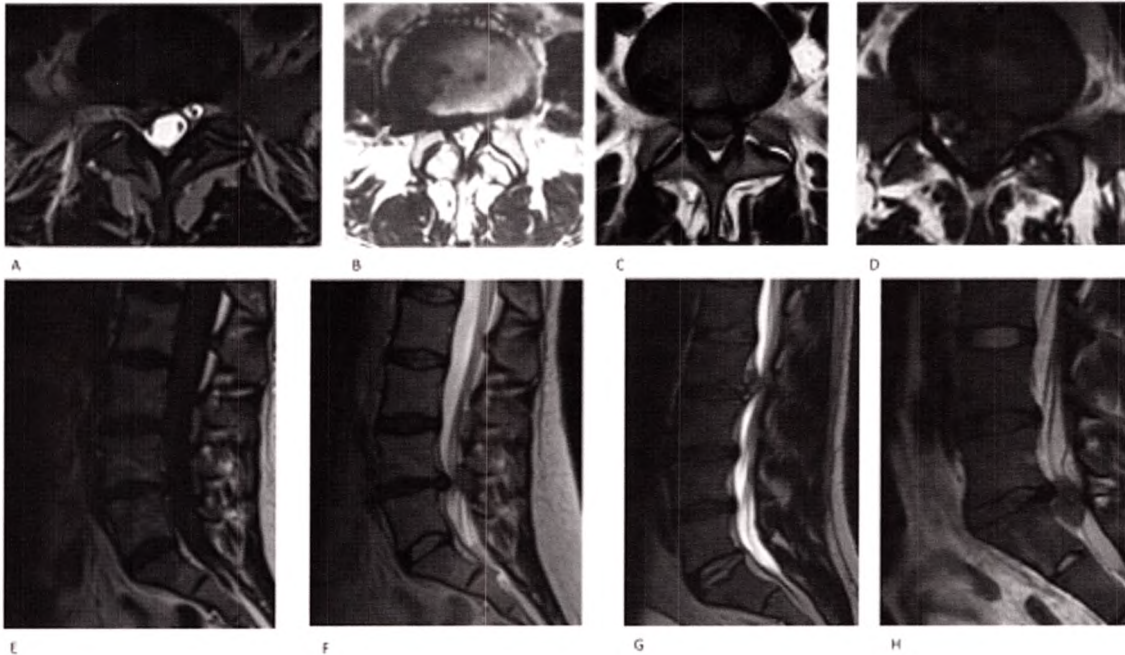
B Sémiologie IRM d'une hernie discale lombaire. IRM en coupes axiales et sagittales.
